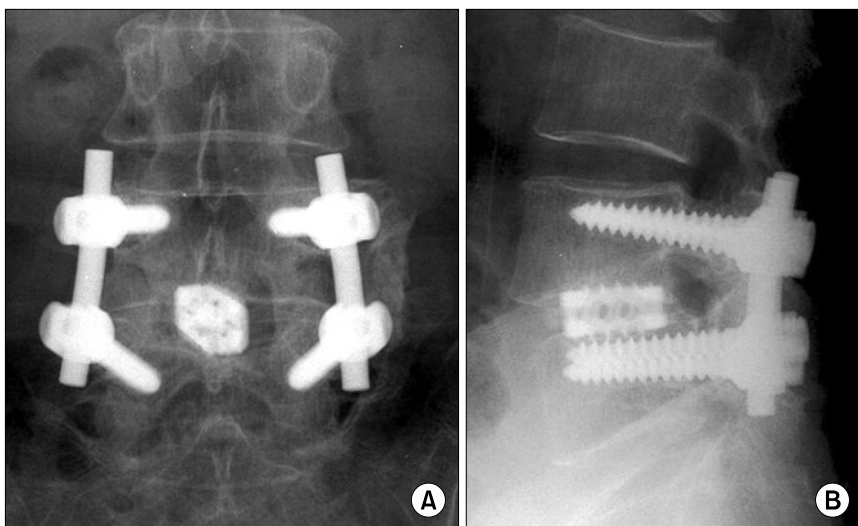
A 65-year-old female had spinal stenosis at L4-5. (A, B) She was performed posterior lumbar interbody fusion and unilateral posterolateral fusion with local bone and single cage. The radiograph shows solid fusion mass on L4-5 two years after operation.
